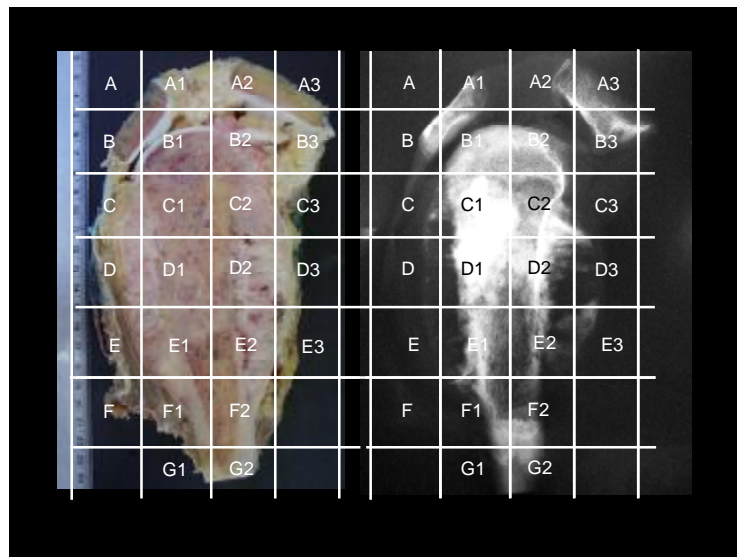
Preparação de uma peça cirúrgica (macroscopia) e sua radiografia para análise microscópica (histopatológica) tumoral pós-quimioterapia
